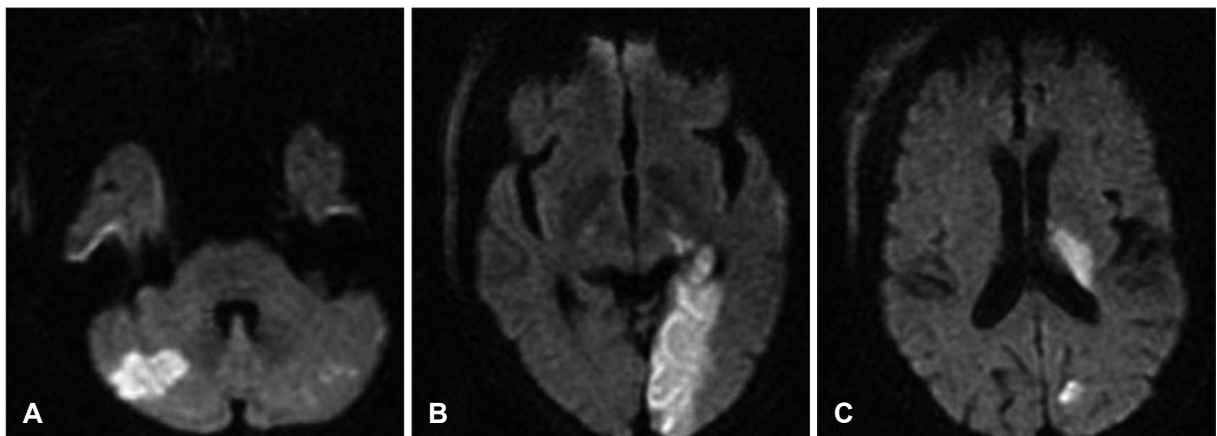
Initial brain MRI findings. Diffusion weighted image shows acute infarctions at right cerebellar hemisphere (A), left occipital lobe (B), and left basal ganglia (C).
